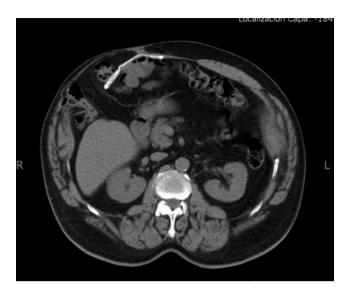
Hernia de Spiegel recurrente. Imagen de TC de un paciente intervenido de hernia de Spiegel al que se colocó una malla de PTFE (imagen lineal hiperdensa). Se aprecia la salida de contenido abdominal graso e intestinal junto al margen lateral de la malla.
